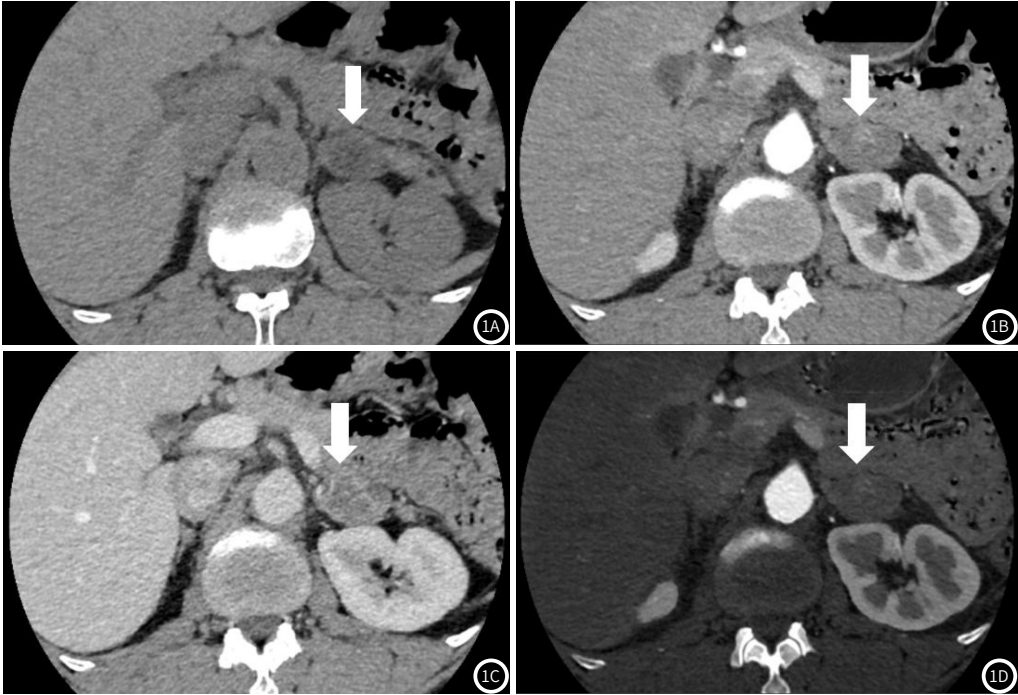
图1D 男，49岁，左侧肾上腺皮质腺瘤，图1A-1C分别为平扫、动脉期及门脉期图像，显示左侧肾上腺占位，长径约3.3cm，平扫CT值约21HU，动脉期CT值约58HU，门脉期CT值约60HU，图1D为碘基图像。
